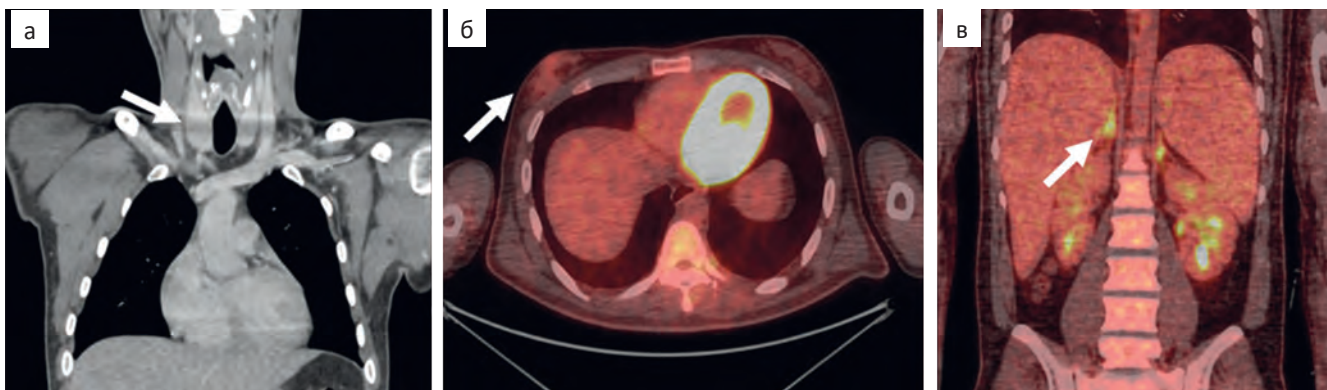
А — по данным КТ во фронтальной проекции определяется симметрично увеличенная щитовидная железа; б — срез ПЭТ/КТ-изображения в аксиальной проекции — определяется двухсторонняя симметричная гинекомастия с накоплением РФЛП в железистой ткани до SUV_{max} 1,81; в — срез ПЭТ/КТ-изображения во фронтальной проекции — определяется накопление РФЛП в надпочечниках до SUV_{max} 4,54
